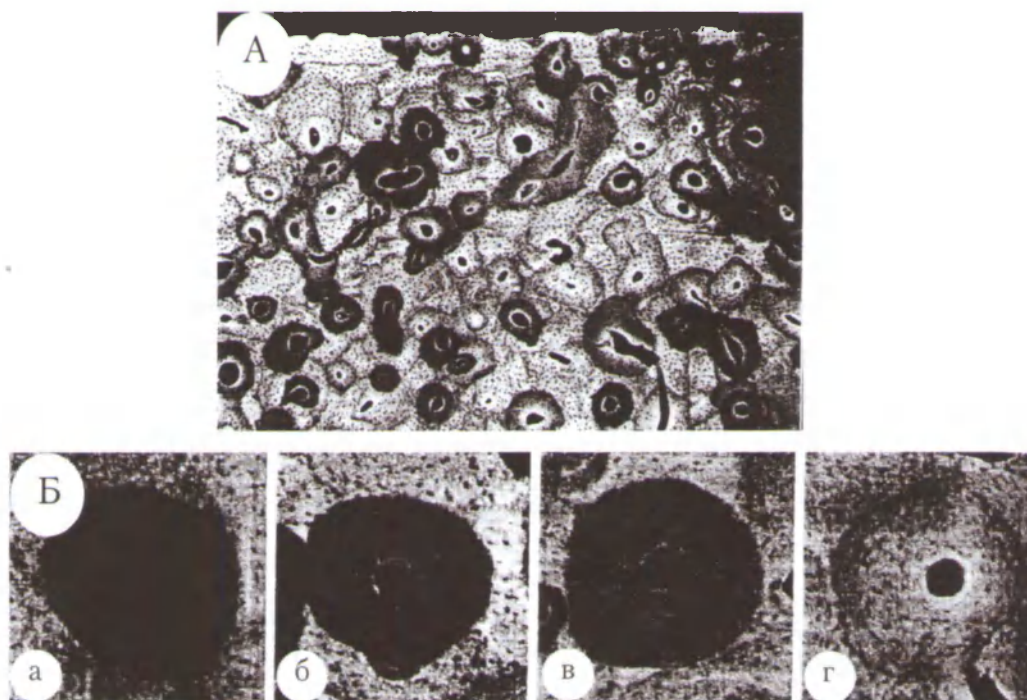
Микрорентгенограммы остеонов при разной степени увеличения: А –  $\times 35$  [36]; Б –  $\times 80$  [17]; а – начальная степень минерализации; б – первая промежуточная степень минерализации; в – вторая промежуточная степень минерализации; г – заключительная степень минерализации
